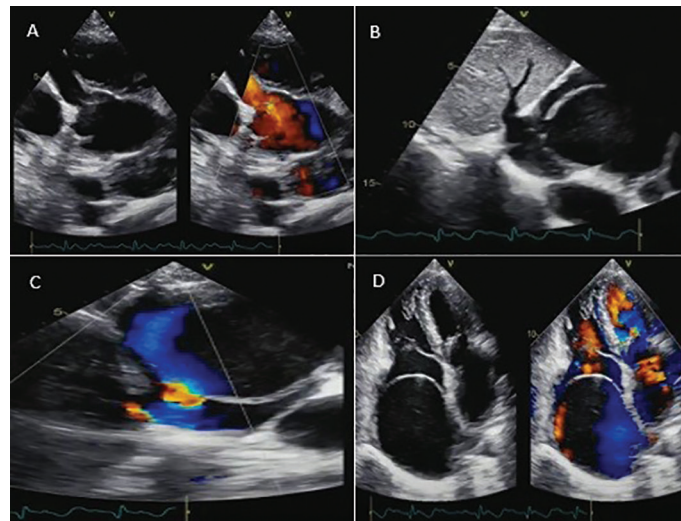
Corte paraesternal longitudinal em raiz da aorta na emergência da coronária direita (dilatação importante) em seio de Valsalva (A). Corte subcostal evidenciando a desembocadura da porção aneurismática em átrio direito, próximo à veia cava inferior (B) e ao Doppler com fluxo entre as cavidades (C). Ecocardiograma transtorácico janela apical 4 câmaras, com e sem mapeamento com color, ao Doppler mostrando fluxo dentro da cavidade aneurismática (D).
